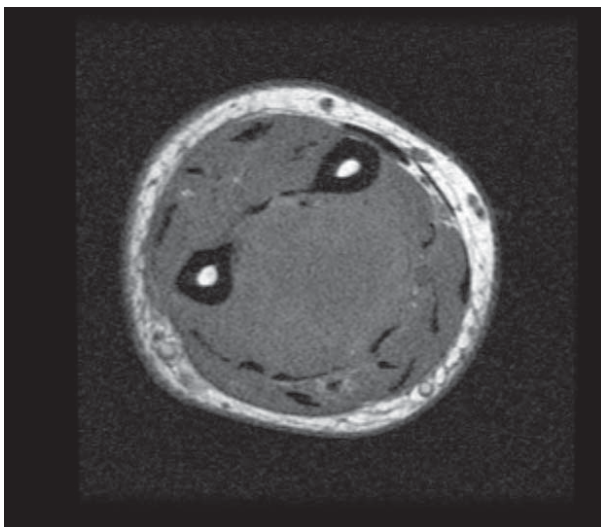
MR image of the forearm. The photograph taken in the transversal plane, T1-weighted images. The pathological structures visible in the centre indicate isointense signals with respect to the muscular tissue.
